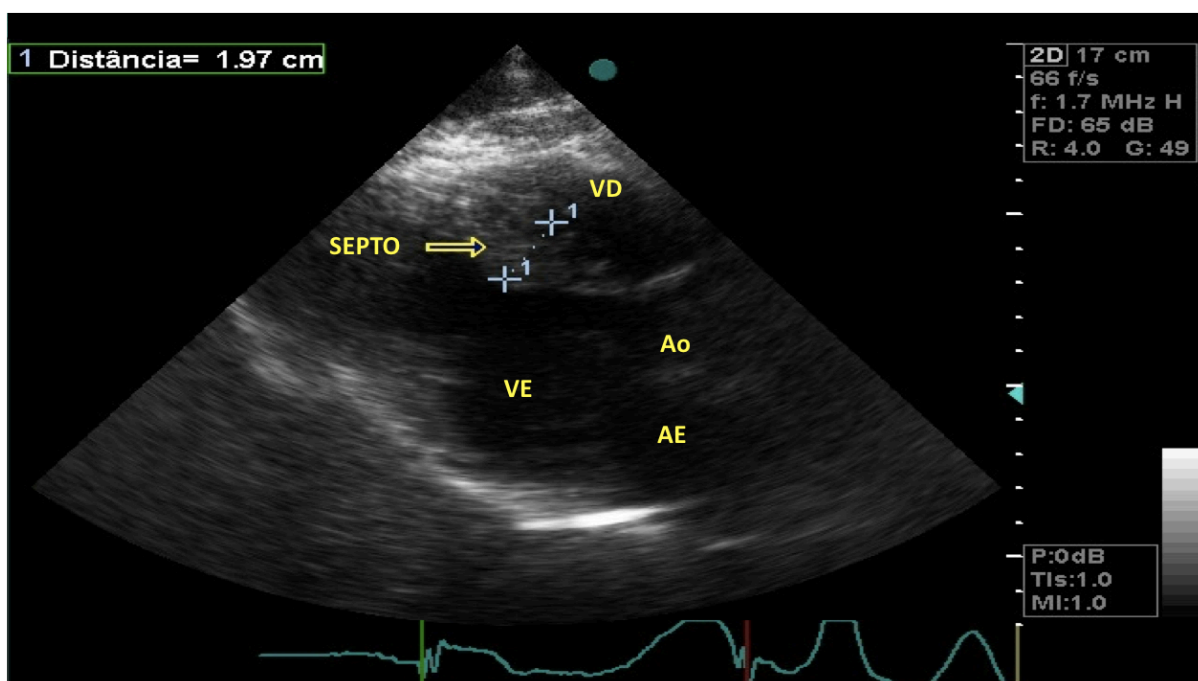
Cardiomiopatia hipertrófica diagnosticada no ecodopplercardiograma transtorácico. Batista AN, et al.
